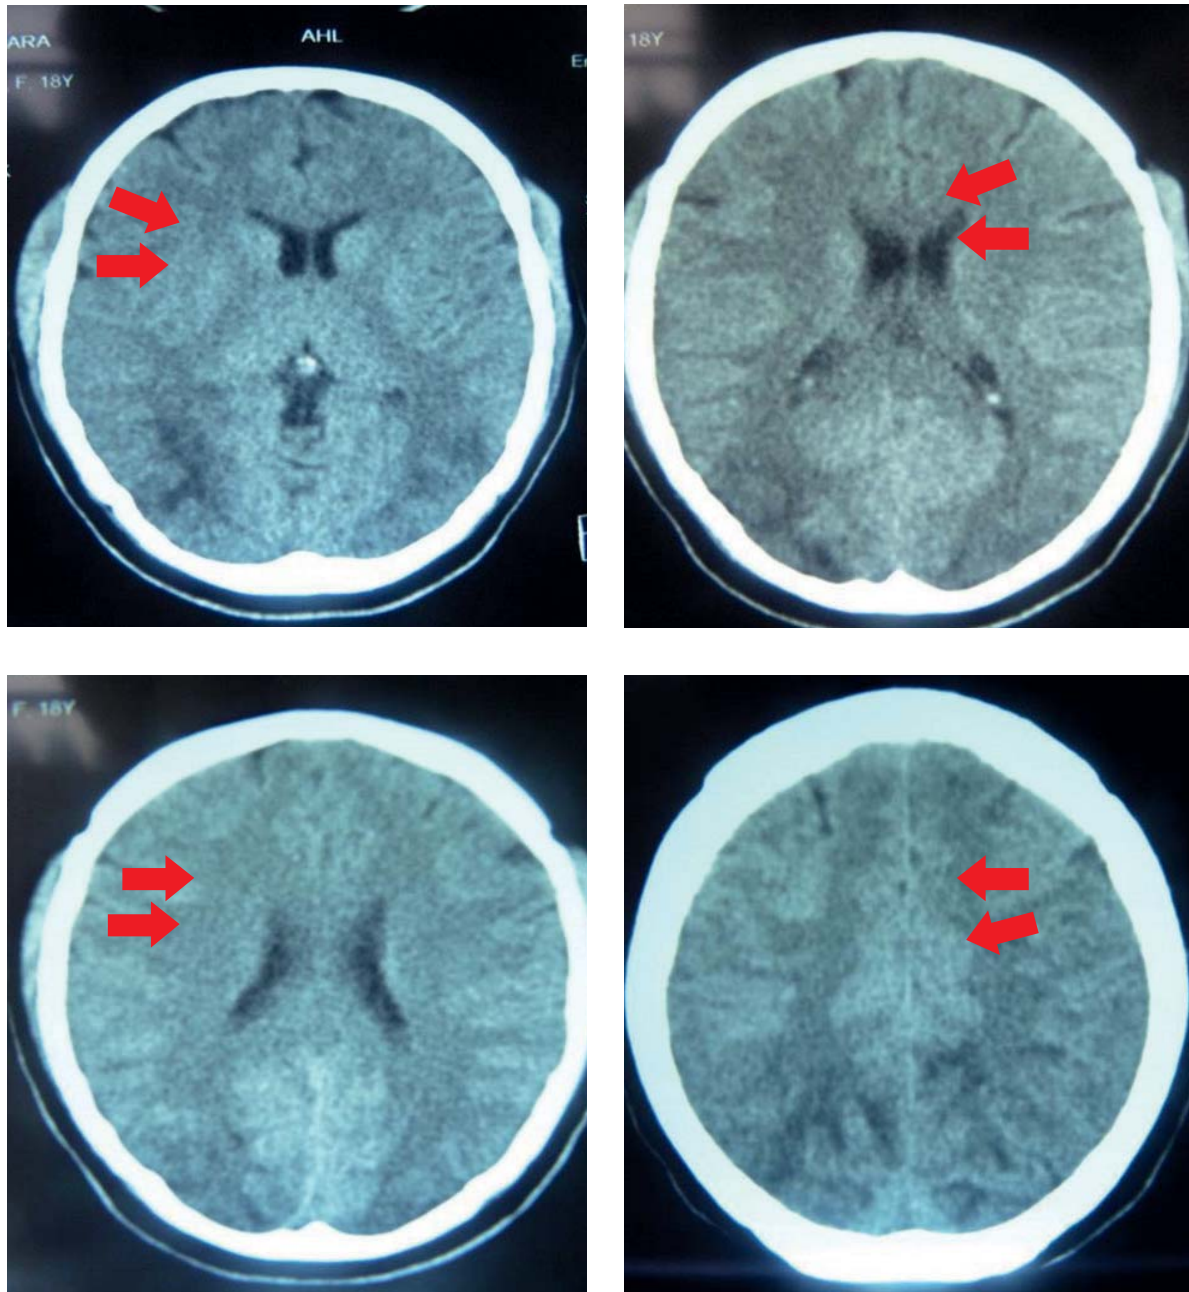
Tomografía Axial Computada de cráneo: lesiones isquémicas en territorio límite-temporo-parieto-occipital bilateral (fechas rojas).
